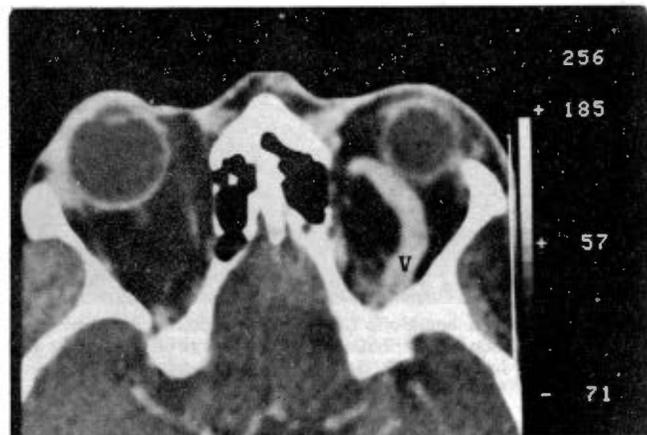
Tomografía axial computarizada de órbita izquierda en la que es evidente la gran ingurgitación de la vena oftálmica superior derecha (V), misma que desplaza hacia adelante y discretamente hacia abajo al globo ocular.
